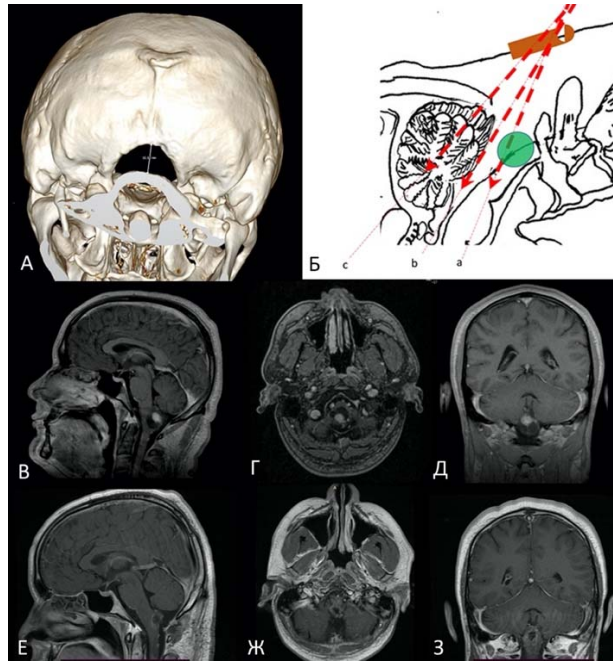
Пациент М-ов, 36 лет, доступ без резекции костных структур, гемангиобластома продолговатого мозга. А – 3D реконструкция послеоперационной КТ головного мозга; В, Г, Д – предоперационные МРТ снимки; Е, Ж, З – послеоперационные МРТ снимки
